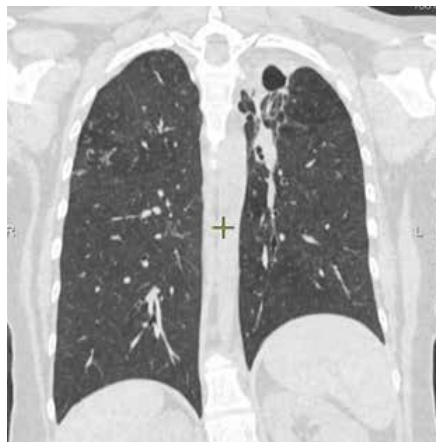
КТ ОГК, положительная динамика.
